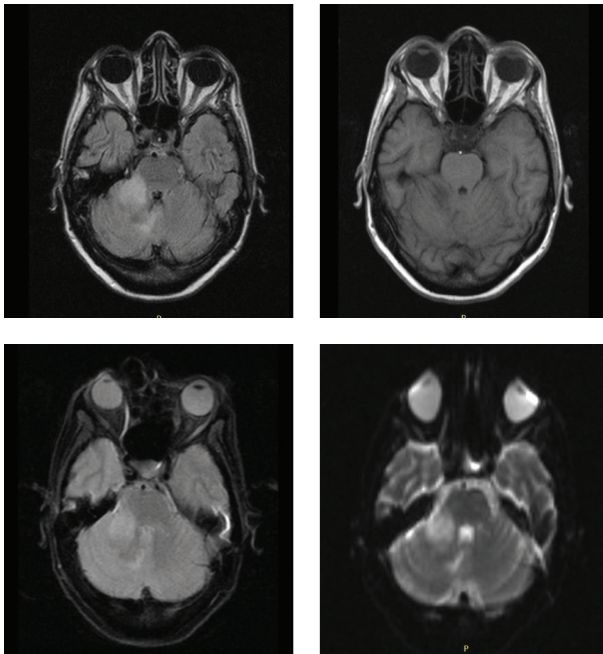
Ressonância nuclear magnética do crânio, realizada durante o internamento. Em ordem decrescente, as imagens mostram as incidências flair, t2, t1 e difusão. A área branca na primeira imagem revela extensa área de hipersinal da substância branca.
